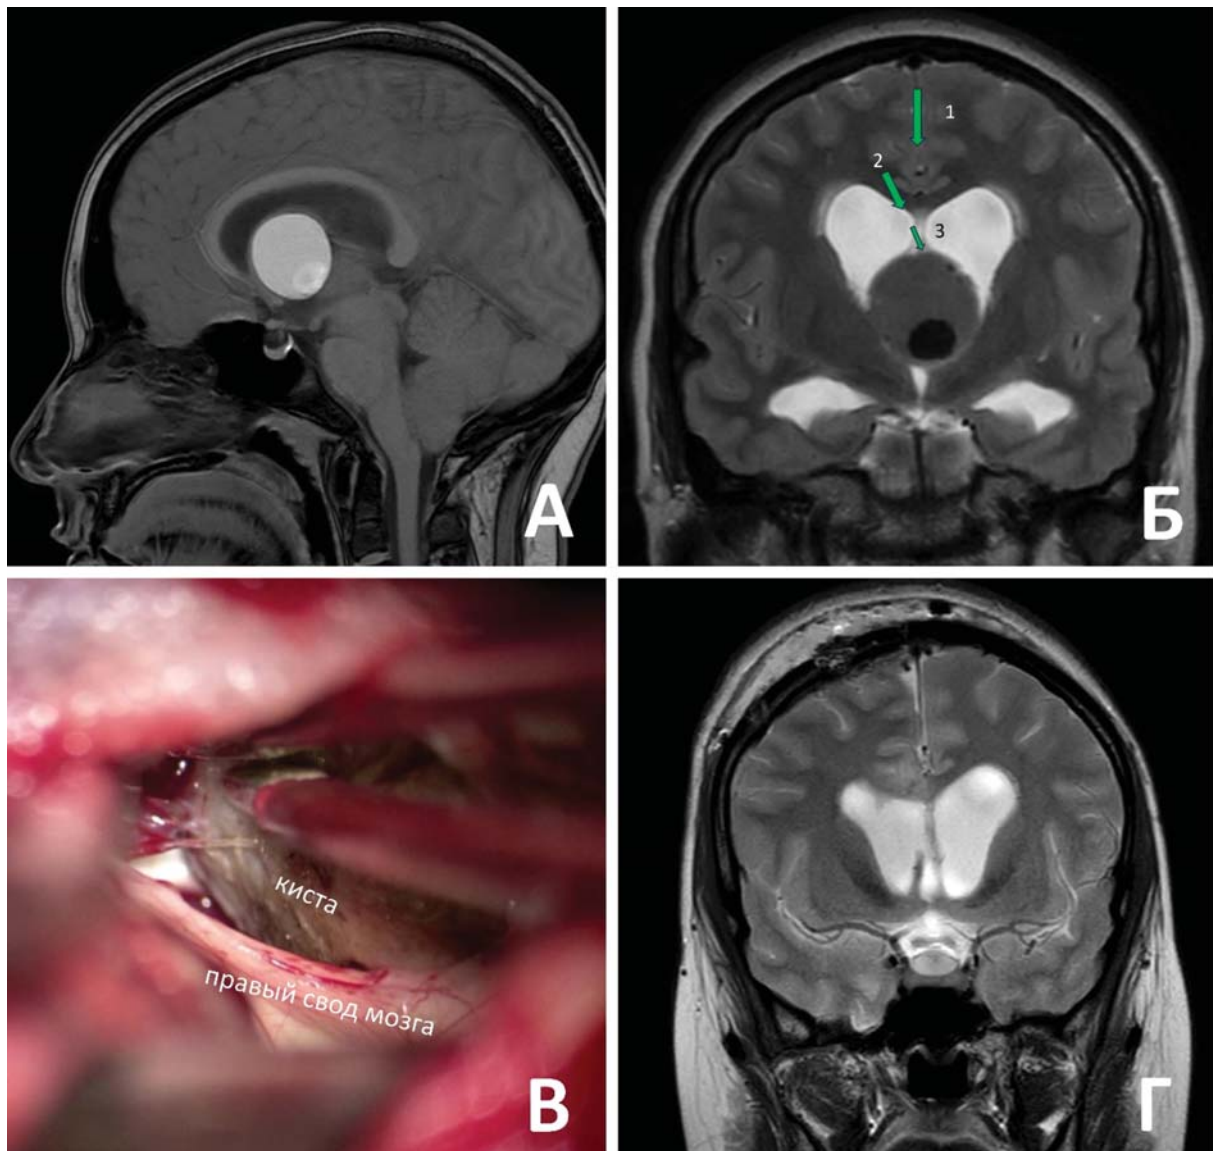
А — Вид коллоидной кисты на сагиттальной проекции МРТ в T1 режиме; Б — фронтальный срез МРТ в режиме T2, изображены этапы доступа (1 — межполушарный доступ, 2 — каллезотомия, 3 — интерфорникальный доступ); В — интраоперационное фото, изображены киста крупных размеров, вид через каллезотомию и септотомию; Г — фронтальный срез МРТ в режиме T2 после операции, радикальное удаление кисты
